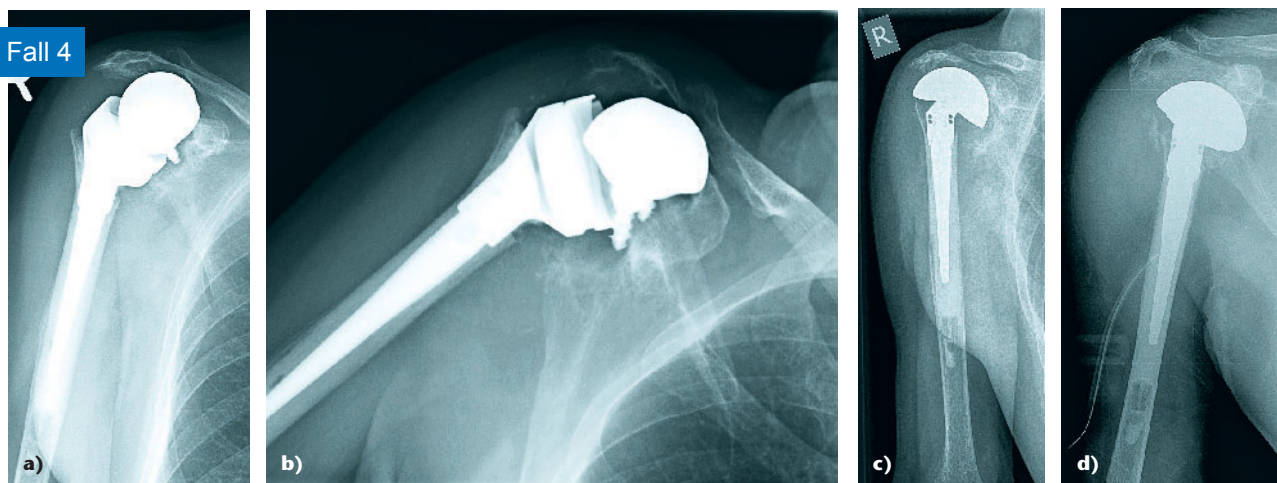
Sekundäre Dislokation der Metaglene bei inverser Schulterprothese mit ausgeprägter glenoidaler Defektsituation. Postoperative Darstellung nach operativer Revision mit Wechsel auf einen CTA-Kopf.
